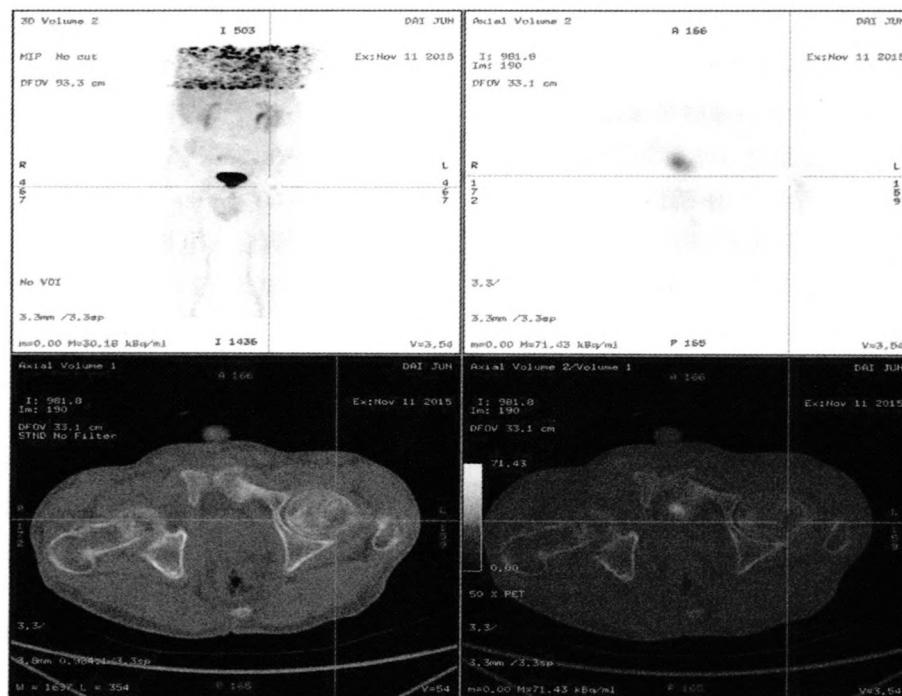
PET/CT示左侧股骨低密度灶,放射性物质摄取增高,疑似肿瘤病变
